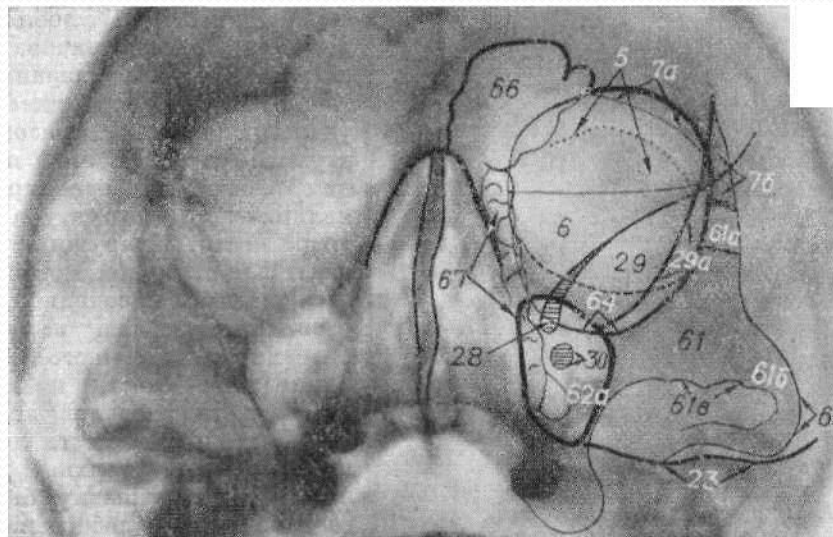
Рентгенограмма глазницы в носо-подбородочной проекции (угол наклона 60°).
